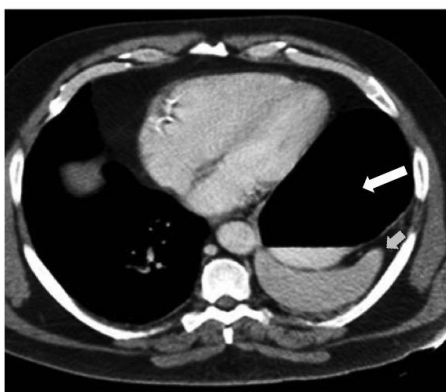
Hernia de Bochdalek. Tomografía computada corte axial. Flecha gruesa: estómago, flecha gris: bazo
